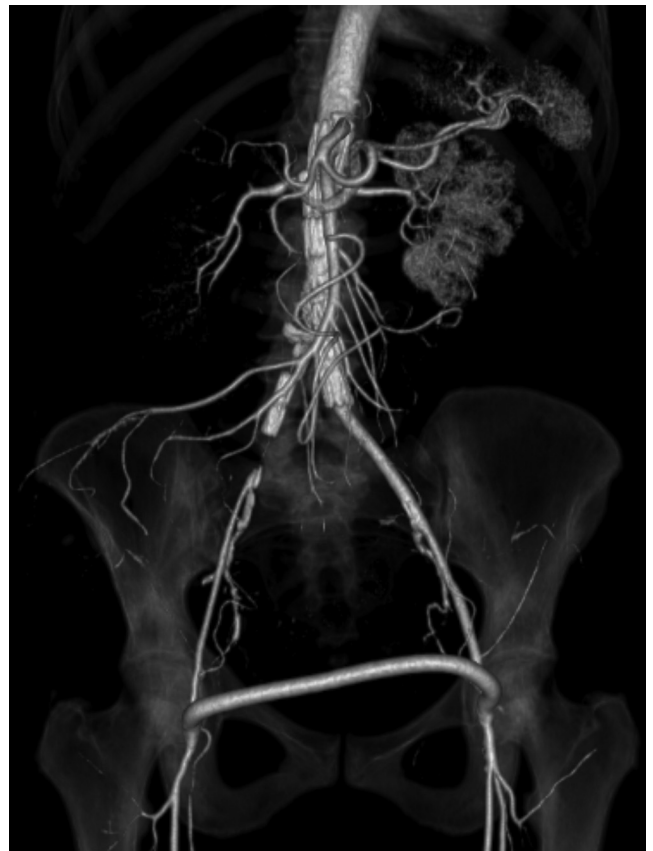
Angio-TC pós-operatória.
